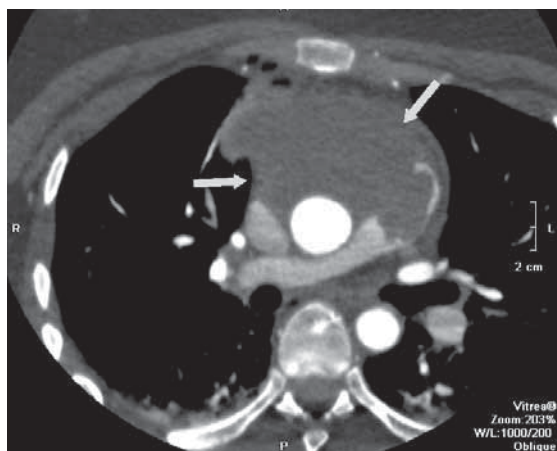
КТ-исследование пациентки К. (опухоль обозначена стрелками)
